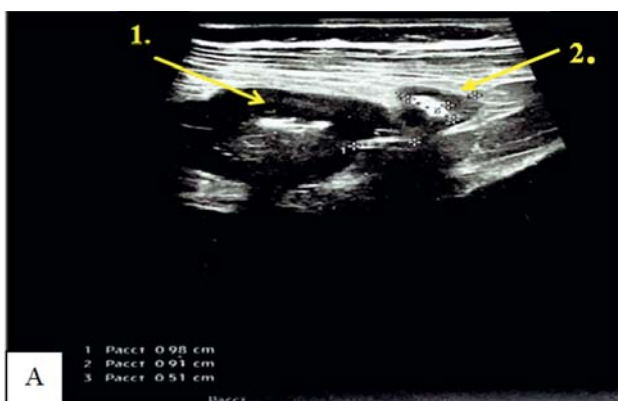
УЗИ ОБП. А — до лечения: контур стенки кишки неровный, стенки циркулярно утолщены до 9 мм, пониженной эхогенности, без четкой дифференцировки на слои (1). Визуализируются множественные дивертикулы сигмовидной кишки, с резким утолщением стенок (2). Поперечно-ободочная кишка с утолщенными до 5–6 мм стенками, дифференцировка на слои сглажена. В брюшной полости и малом тазу определяется небольшое количество свободной жидкости; В — после лечения: в проекции нисходящей и сигмовидной кишки контур стенки кишки ровный, стенки утолщены до 6 мм, несколько пониженной эхогенности (3). Просвет кишки спазмирован, параколическая клетчатка незначительно утолщена. Свободная жидкость на момент осмотра определяется в минимальном количестве. Стенки лоцируемых дивертикулов сигмовидной кишки не утолщены
